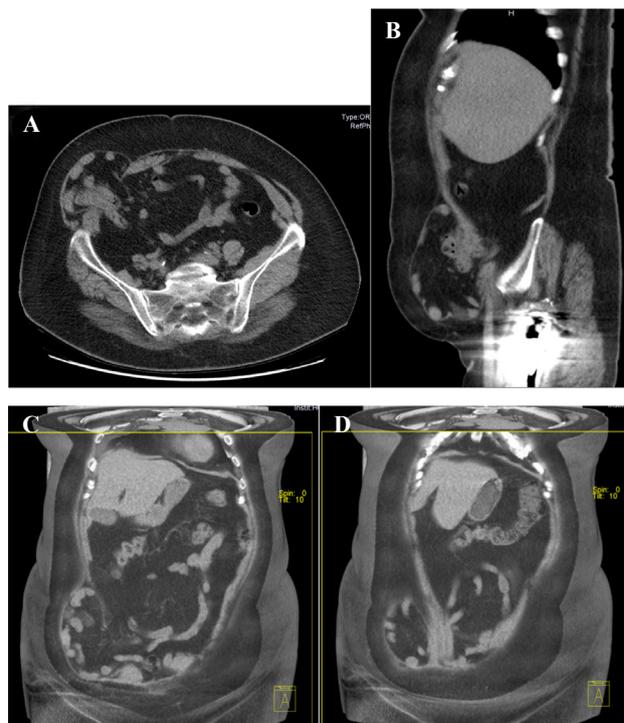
Tomografía computarizada con reconstrucción sagital, coronal y tridimensional. A. Corte axial de la HS. B. Corte sagital de la HS. C y D. Reconstrucción tridimensional en corte coronal de la HS.
